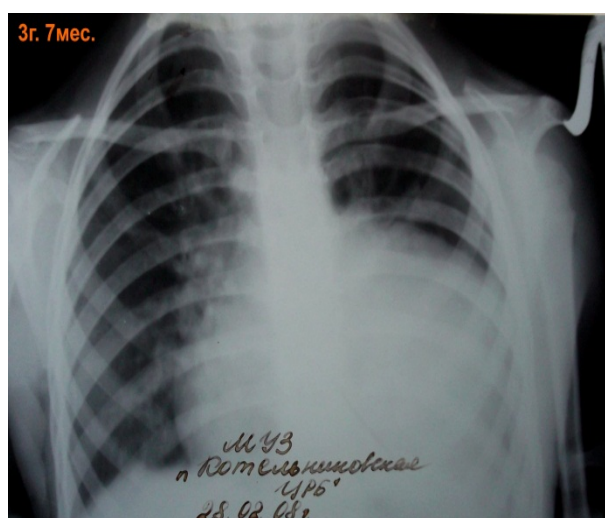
Обзорная рентгенография грудной клетки в возрасте 3 года 7 месяцев – псевдокардиомегалия
